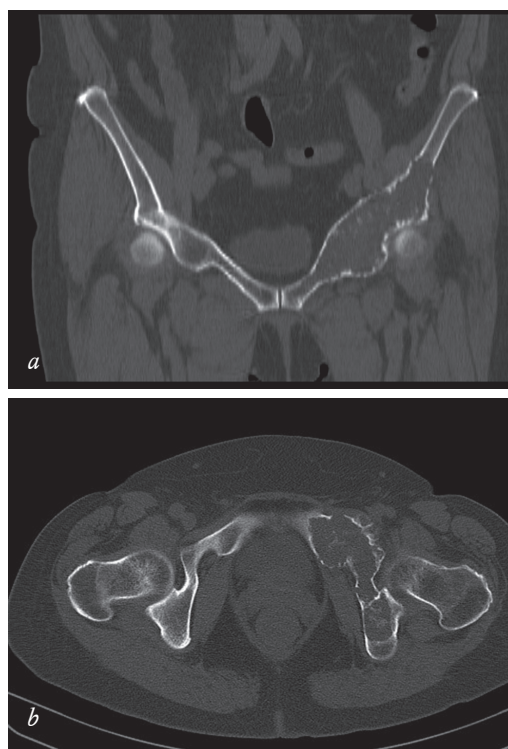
Рентгеновская компьютерная томография, коронарная реконструкция (а) и аксиальный срез (б)
